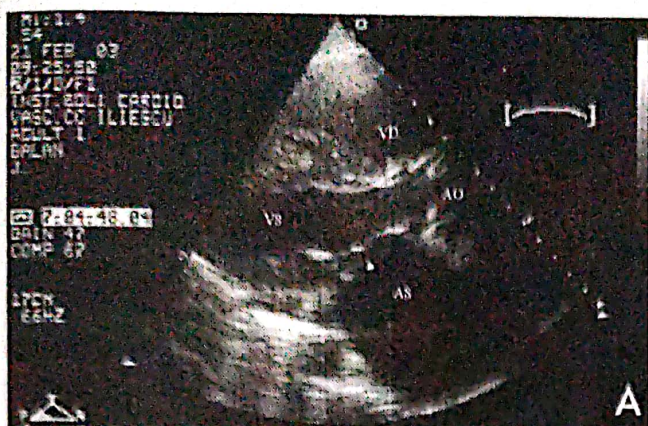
Ecocardiografie transtoracică.
